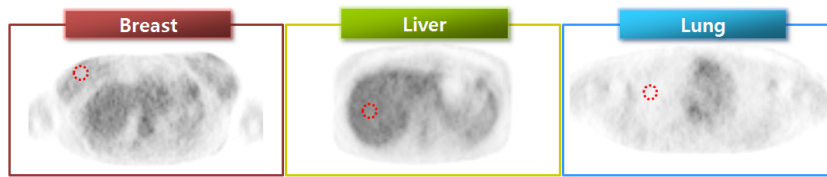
We did semi-quantitative analysis using each SUV measured of breast, liver, and lung for identifying the change of SUVs as menstrual cycle.
